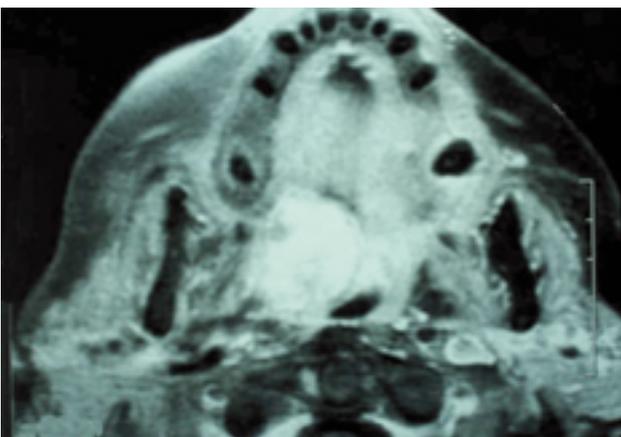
Imagen axial de RMN que demuestra cómo la lesión sobrepasa la línea media.
